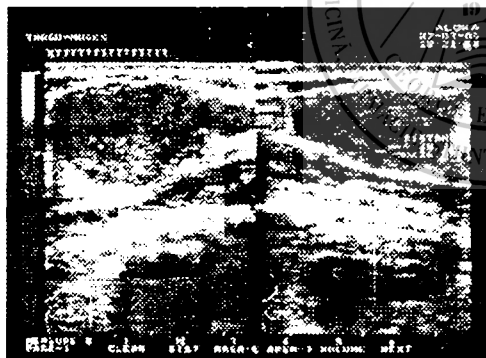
Fibroadenom mamar unic (ecografie)
